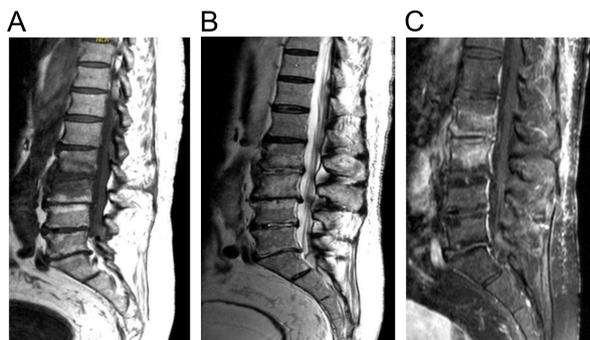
Resonancia Magnética de columna lumbar donde se objetiva espondilodiscitis L2-L3. A/ Secuencia T1 hipodensidad de señal de cuerpos vertebrales L2-L3. B/ Secuencia T2 hiperintensidad de señal de cuerpos vertebrales L2-L3. Señal hipercaptante de partes blandas perivertebrales adyacentes. C/ Secuencia T1-post Gd supresión grasa, captación de contraste con hiperintensidad de señal de L2-L3.
